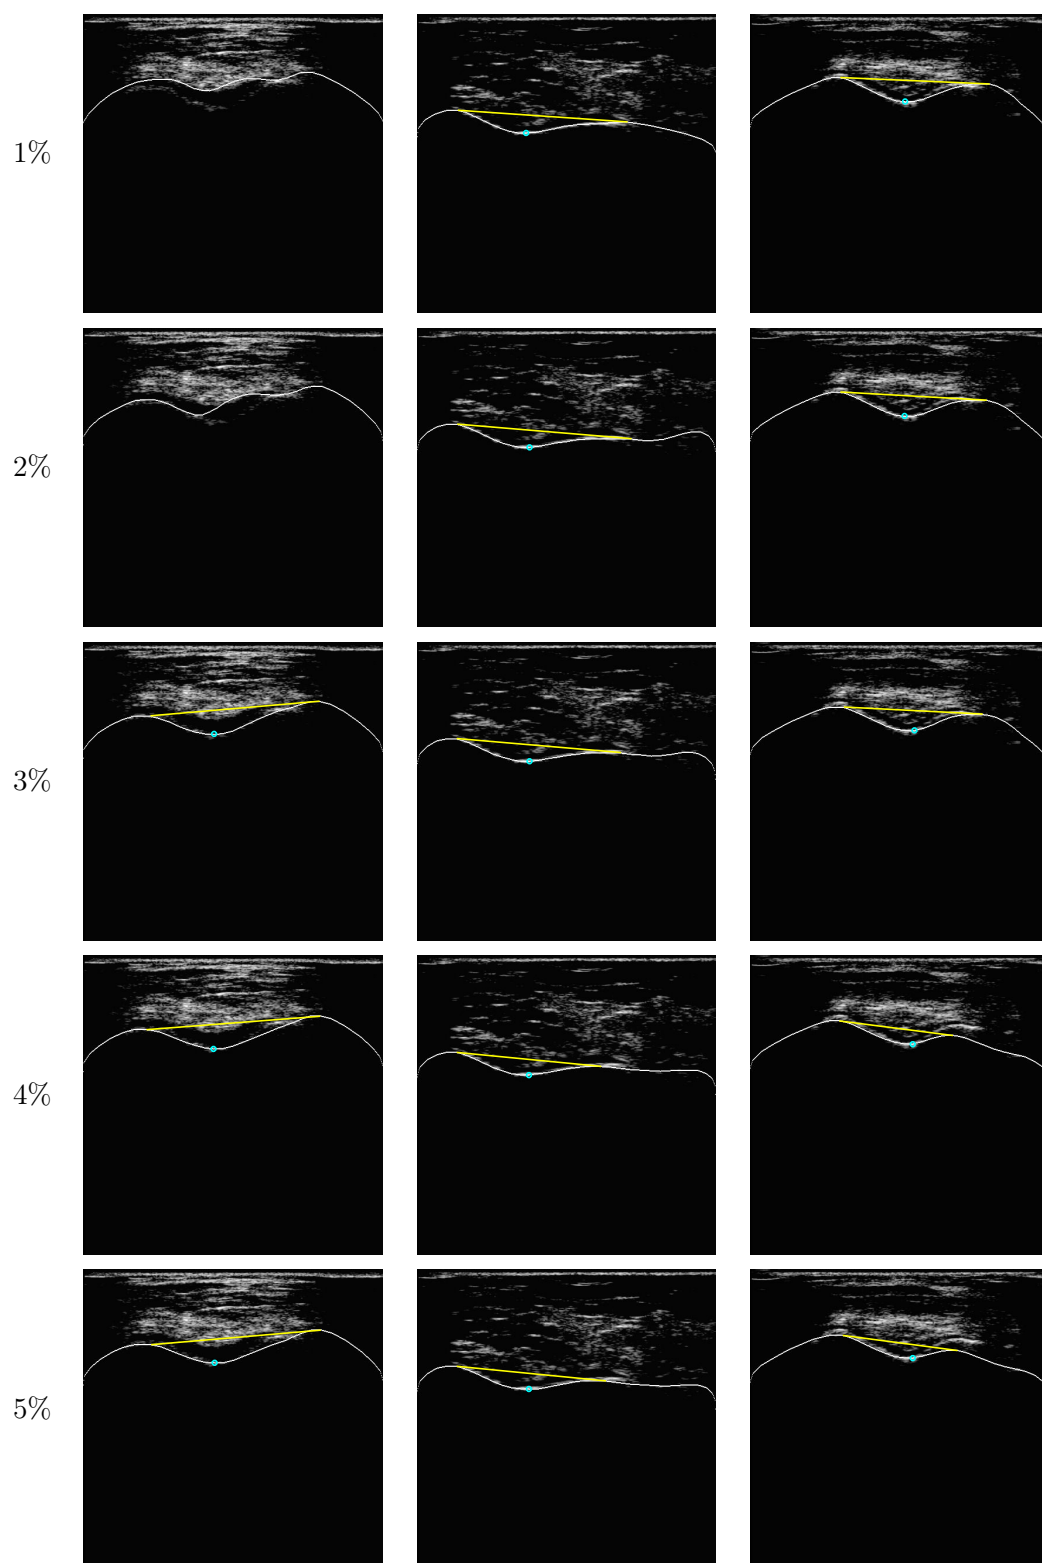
Exemples de résultat de SCOPCA sur trois images ultrasonores et pour des valeurs de  $p\%$  différentes.
